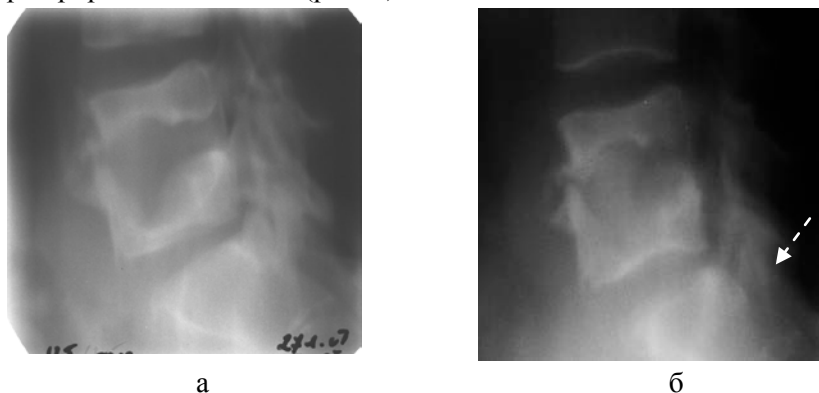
Рентгенограммы больного туберкулезным спондилитом L 4-5 через 1 мес. (а) и 8 мес. (б) после реконструкции позвоночника. Лишь намечающаяся тень имплантата на ранних сроках после операции становится неотличима от костной ткани в отдаленном периоде.
